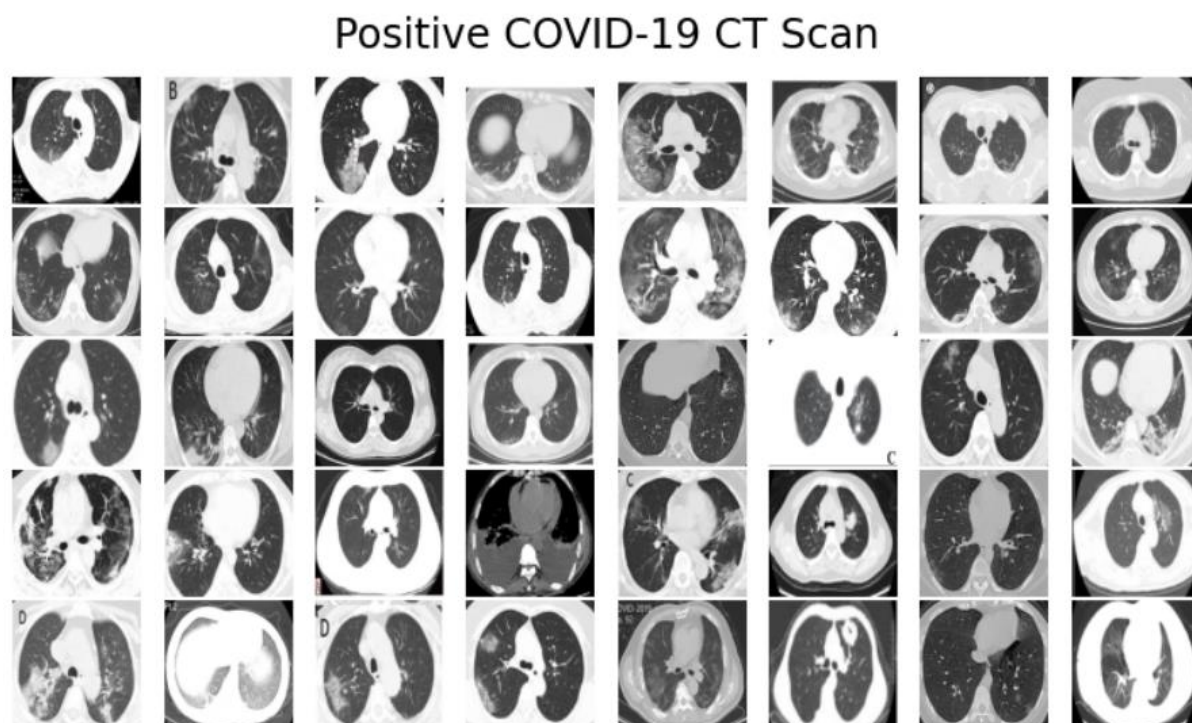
COVID-CT的影像(Positive COVID-19 CT Scan)
